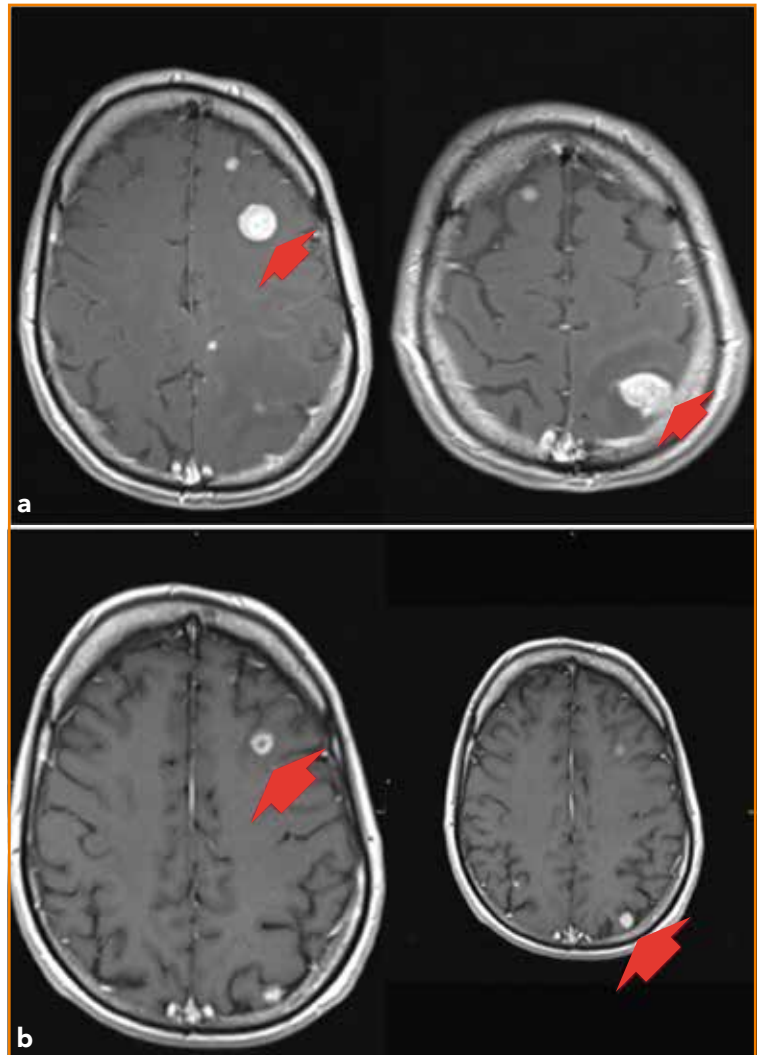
Regress der Hirnmetastasen unter zielgerichteter Therapie mit Dabrafenib und Trametinib: a Ausgangsbildgebung mittels MRT, b Verlaufsbildgebung mittels MRT nach 2-monatiger Therapie.
